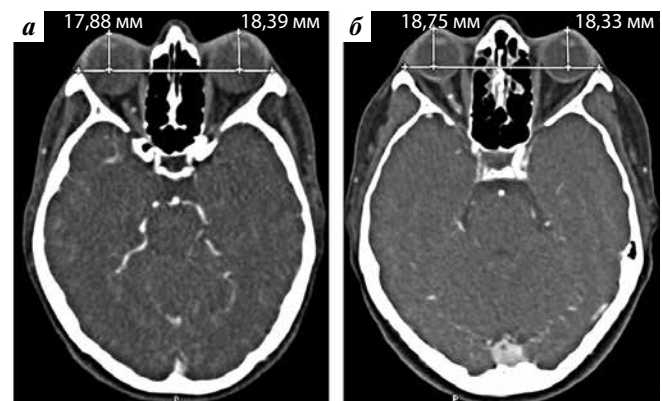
Выстояние глазных яблок из орбиты по данным мультиспиральной компьютерной томографии головного мозга пациентки М. (а) и пациентки Ш. (б)
